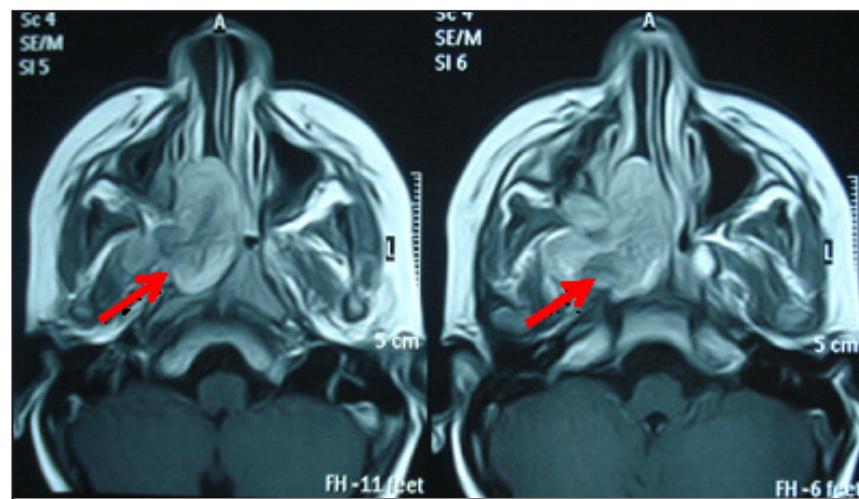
RMN de arteria maxilar. Se evidencia masa expansiva en cornete derecho y tabique nasal con extensión a región pterigomaxilar homolateral.
